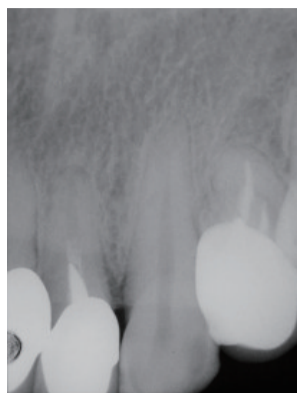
22因突发性肿痛就医,X线片显示该牙前次并未接受正规的根管治疗
